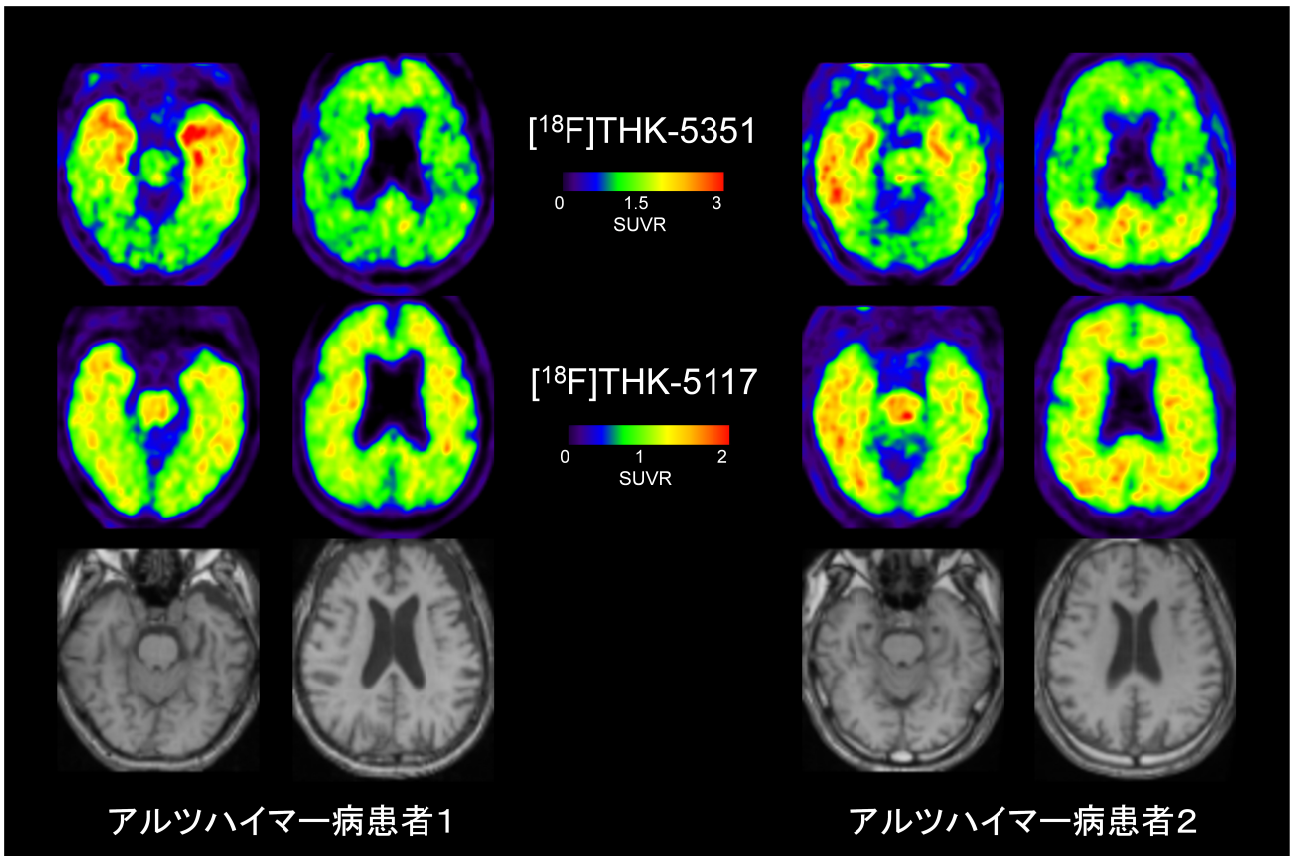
2名のアルツハイマー病患者における $[^{18}\text{F}]\text{THK-5351}$  PET 画像(上段)と $[^{18}\text{F}]\text{THK-5117}$  PET 画像(中段)、MRI 画像(下段)の比較
